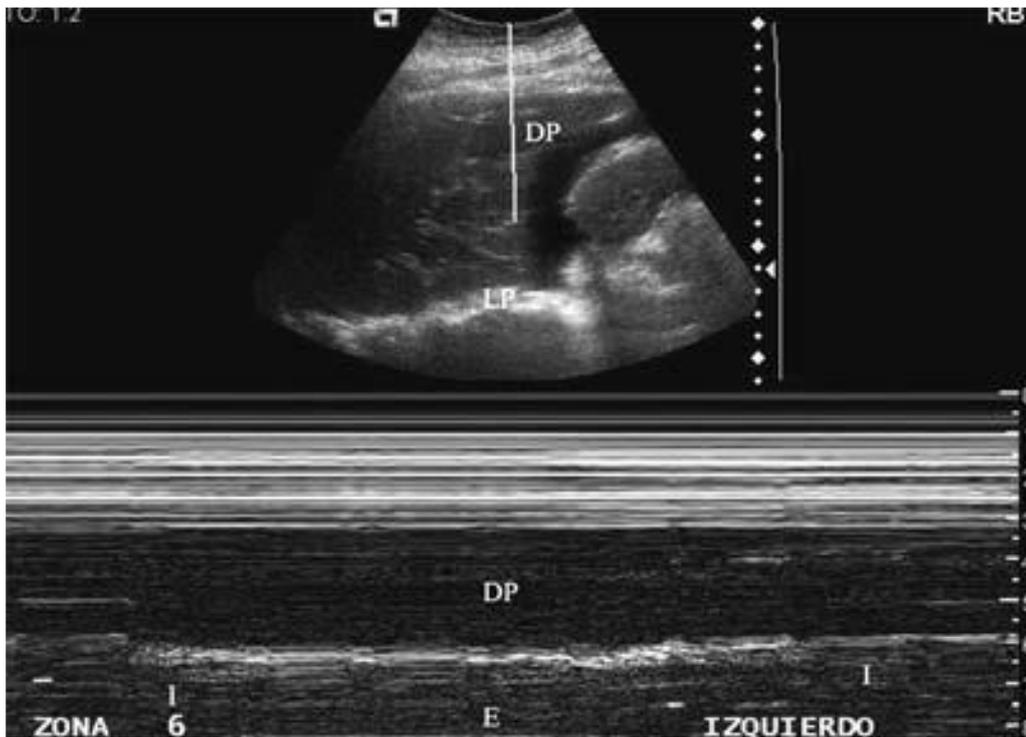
Imagen ultrasonográfica característica de derrame pleural. Imagen superior: derrame pleural (DP), imagen hipoecoica que desplaza la línea pleural (LP) y colapsa el parénquima pulmonar. Imagen inferior: “signo de la cortina”, donde se observa en modo M desplazamiento pleural con los movimientos respiratorios condicionado por el derrame pleural (DP). I = inspiración, E = espiración. (11)
